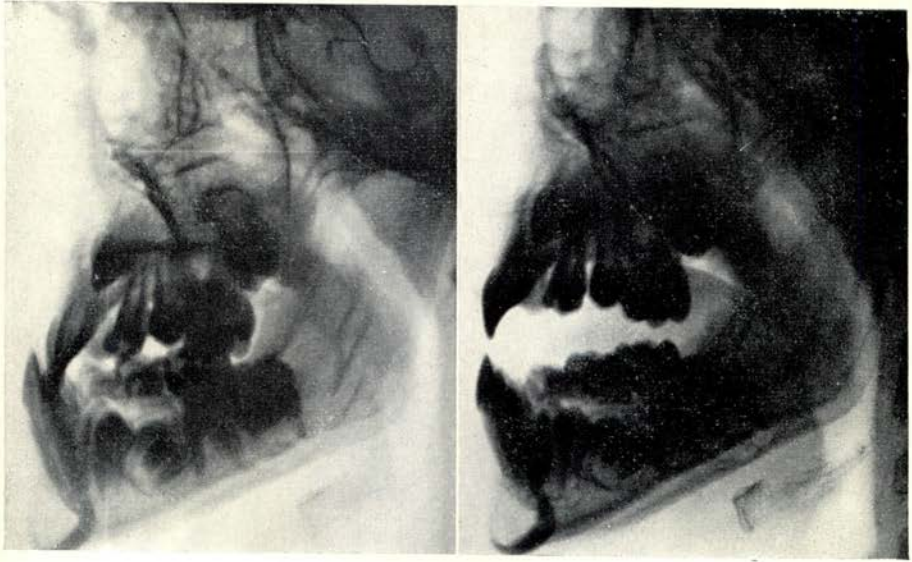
Röntgenschedelprofielfoto van een progene dwangbeet.
